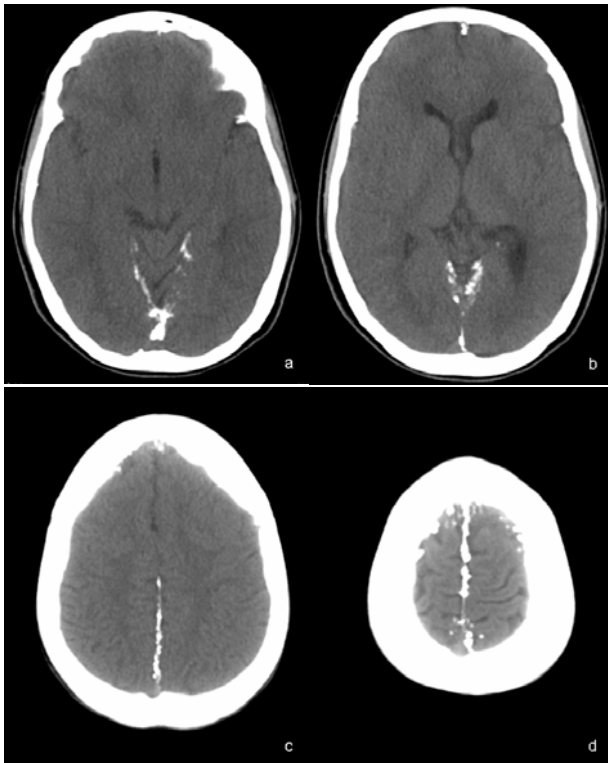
TAC cerebral com cortes axiais de 3 mm para a fossa posterior e de 10 mm para o andar supratentorial. Calcificação da tenda do cerebello (a,b) e da foice cerebral (c,d)
